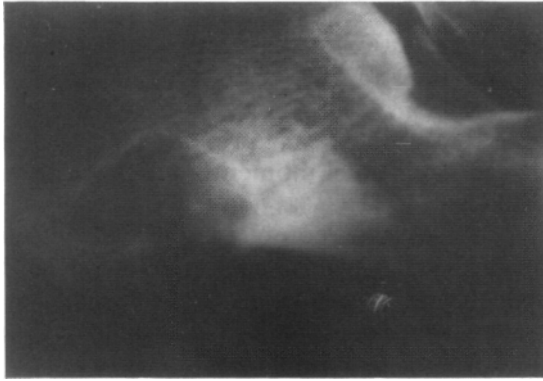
(caso N° 11). Fibroma condromixóide de calcáneo. Radiografía preoperatoria que parece sugerir compromiso de la cortical inferior.
